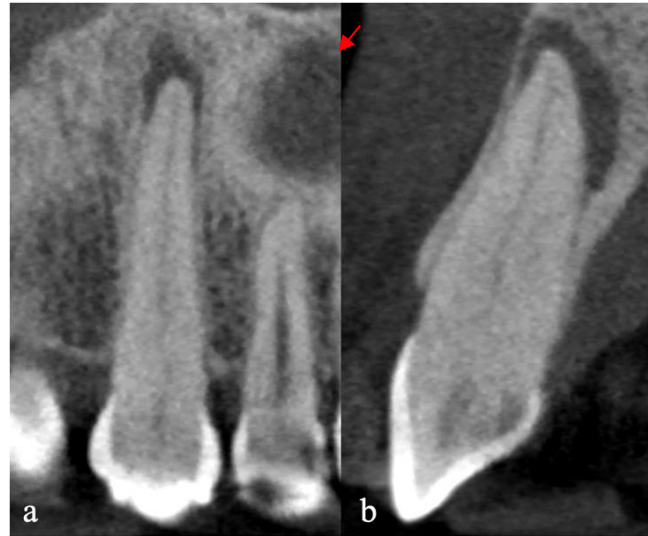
Tomografia computadorizada de feixe cônico, mostrando detalhes das imagens do terço cervical, terço médio e terço apical; visão frontal (a) e sagital (b).
